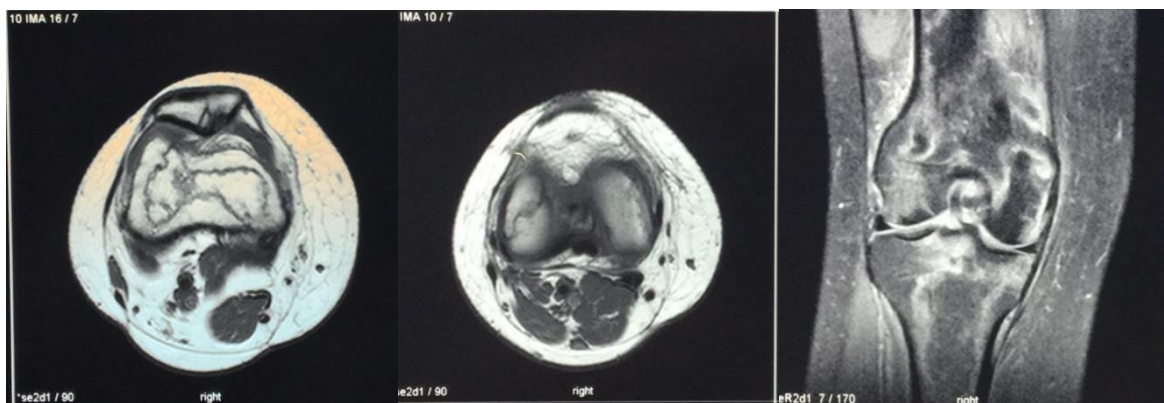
МРТ коленного сустава
